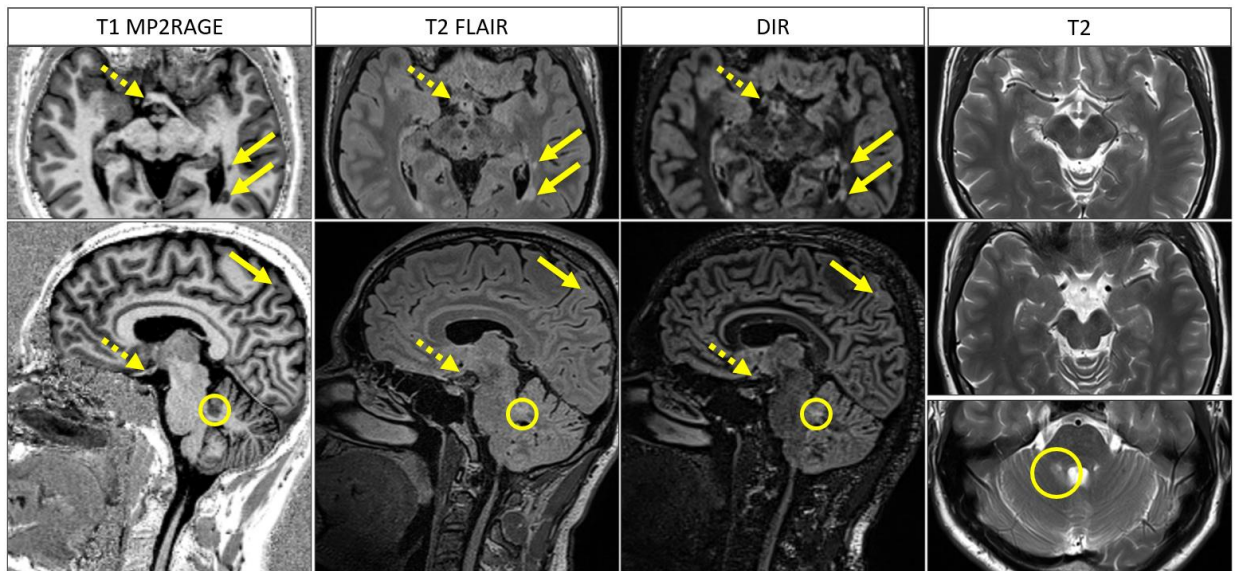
Визуализация очага РС в правых отделах хиазмы (пунктирная стрелка) в режиме T1 MP2RAGE (слева). В режимах T2 FLAIR и DIR очаг в зрительном перекресте (пунктирные стрелки) визуализируется сомнительно. В режиме T2 (справа) данный очаг не определяется, вероятно, из-за большой толщины срезов. Очаги иной локализации показаны сплошными стрелками (супратенториально) и окружностями (инфратенториально).
